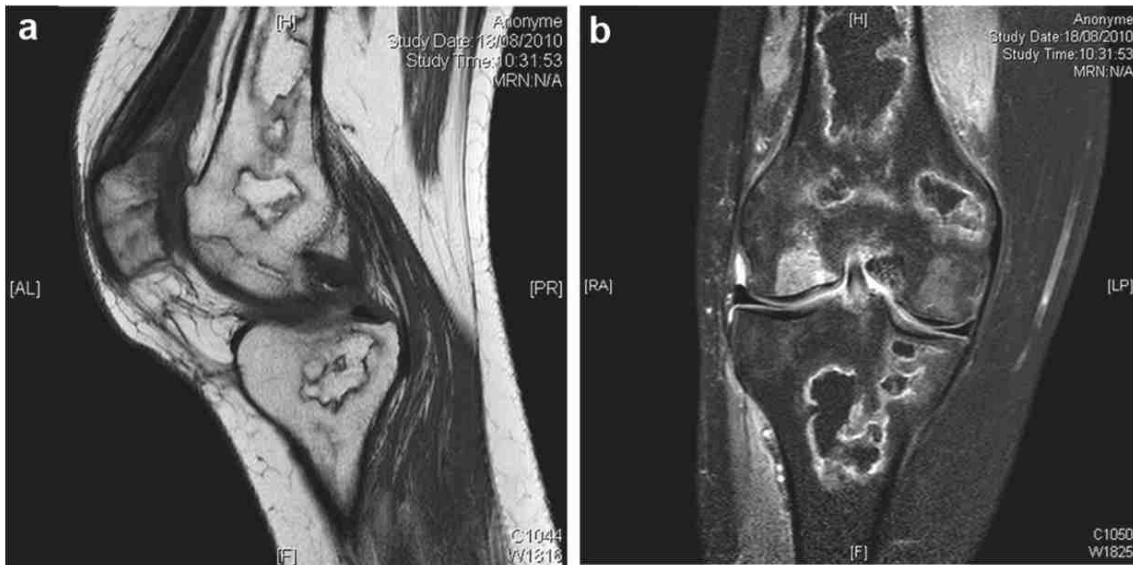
Aspect IRM en séquence T1 et T2 stir d'un infarctus osseux d'un os long (11)
